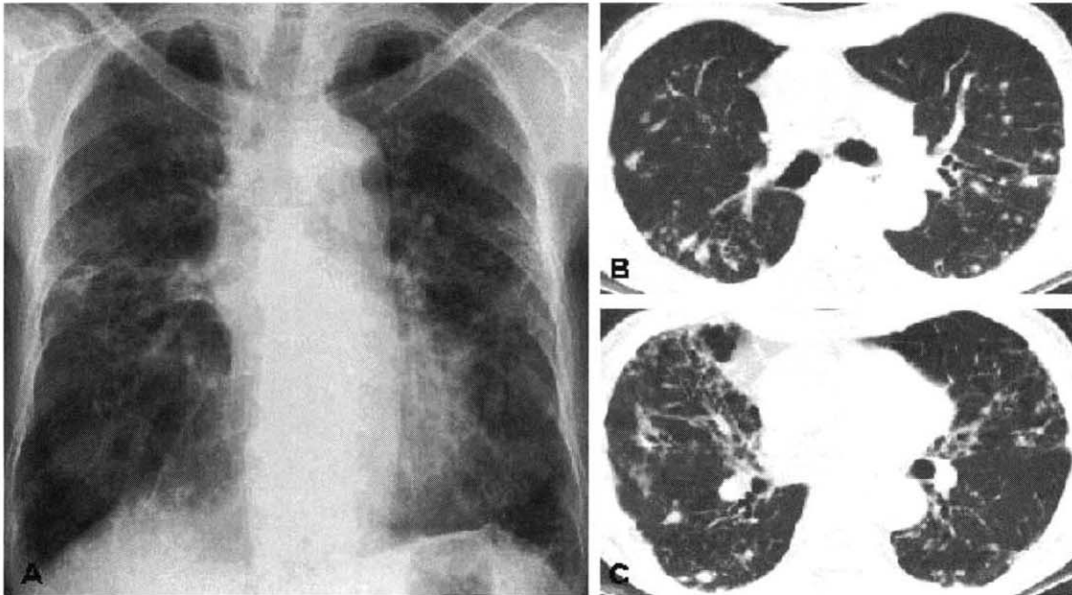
Mycobacterium abscessus* pulmonary disease in 64-year-old woman. A. Chest radiography shows reticulonodular opacities throughout both lungs. B. Transaxial thin-section CT scan obtained at the level of the main bronchi shows well-defined nodules smaller than 10 mm in diameter in both lungs. C. CT scan obtained at the level of the distal bronchus shows centrilobular small nodules with a tree-in-bud appearances suggesting bronchiolitis, well-defined nodules less than 10 mm in diameter and bronchiectasis in both lungs.
